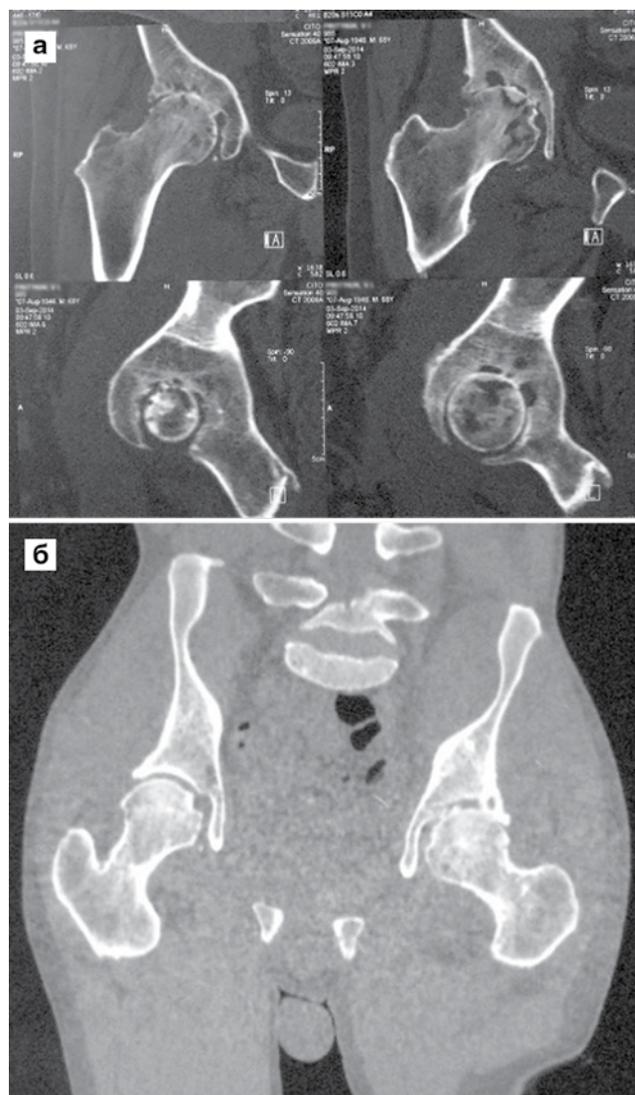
Диагностика артрита по результатам КТ: а) картина туберкулезного поражения правого тазобедренного сустава у пациента П., 71 год: множественные очаги костной деструкции с неровными контурами в головке бедра и тазовой кости;
